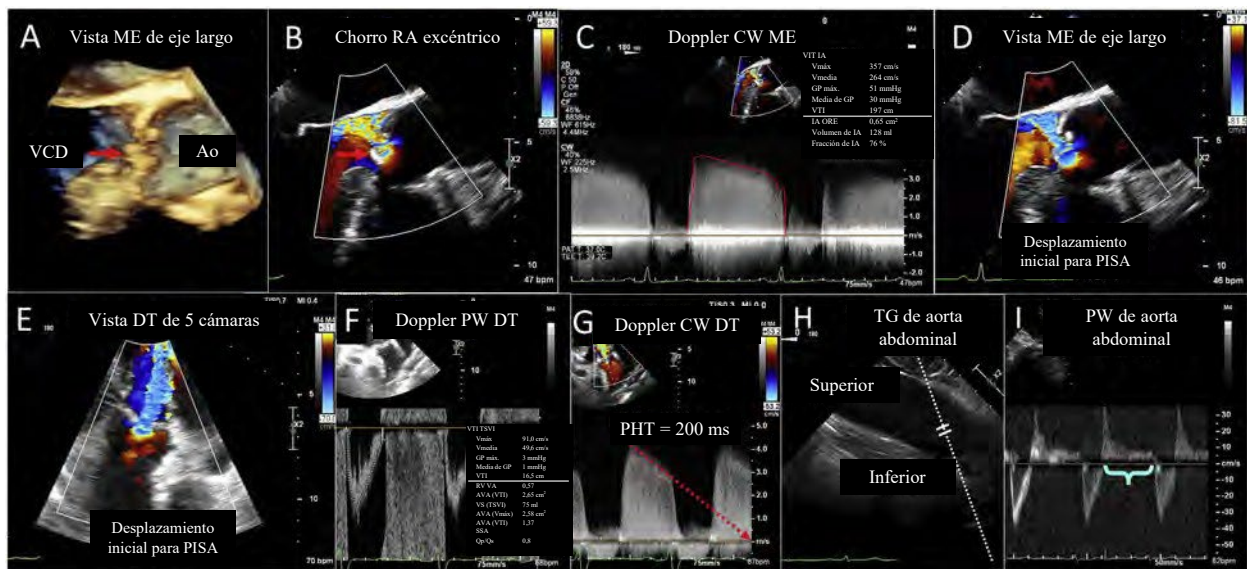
Cuantificación de la RA. La obtención de imágenes ME tridimensionales (A) muestra una válvula coronaria derecha inestable (*flecha roja*), lo que resulta en un chorro regurgitante posterior (B). Debido a que la dirección del chorro está alineada con el haz de insonación, es factible el método de Doppler CW de espectro regurgitante integral de velocidad-tiempo (C) y PISA para cuantificar el área eficaz del orificio regurgitante (ORE) (D). En el caso de más chorros regurgitantes centrales, las vistas TG alinean el haz de insonación con el flujo transaórtico, y se pueden realizar PISA (E), cuantificación volumétrica (F) y Doppler CW (G). Desde la vista TG, se alinea un giro en sentido antihorario de las imágenes de la sonda ETE de la aorta abdominal, y con una leve anteflexión o retroflexión (H) de la sonda, el flujo se alinea para la evaluación de la inversión del flujo holodiastólico con Doppler de onda pulsada (*corchete azul*, I). IA: insuficiencia aórtica; Ao: aorta; AVA: área VA; ASC: área de superficie corporal; GP: gradiente de presión; PHT: presión de medio tiempo; Qp/Qs: relación del flujo pulmonar con el flujo sistémico; VCD: válvula coronaria derecha; VS: volumen sistólico; Vmáx: velocidad máxima; Vmedia: velocidad media; RV: relación de velocidad; VTI: integral de velocidad-tiempo.
